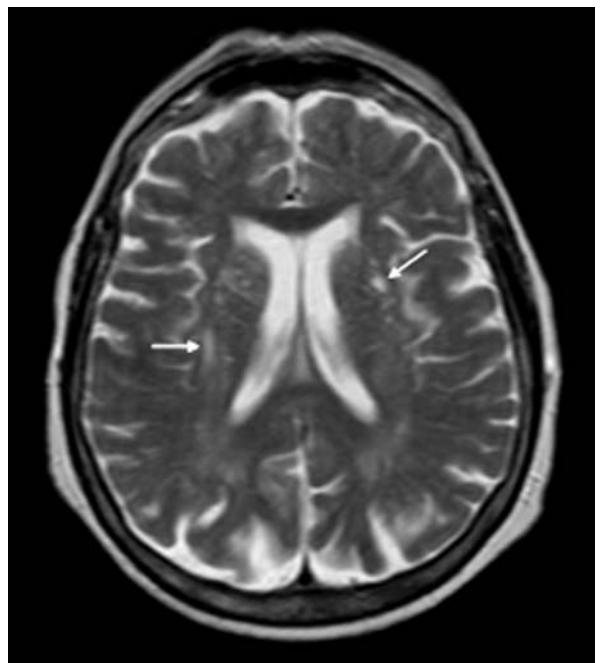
Imagen de Resonancia Magnética Nuclear: en T2. Las flechas marcan las lesiones hiperintensas características de la mielinolisis extrapontina.
